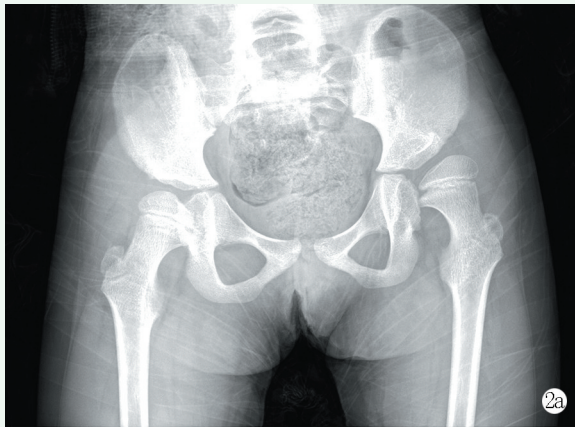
患儿，女，5岁，痉挛型脑瘫，双下肢畸形，左侧髋关节半脱位，术前无法独立行走，入院后行腰骶段SPR手术，术后2年随访时仍无法独立行走 2a: 术前骨盆正位X线片示左侧髋关节半脱位 2b: 术后2年随访时骨盆正位X线片示左侧髋关节半脱位，左侧（脱位侧）MP较术前增大
